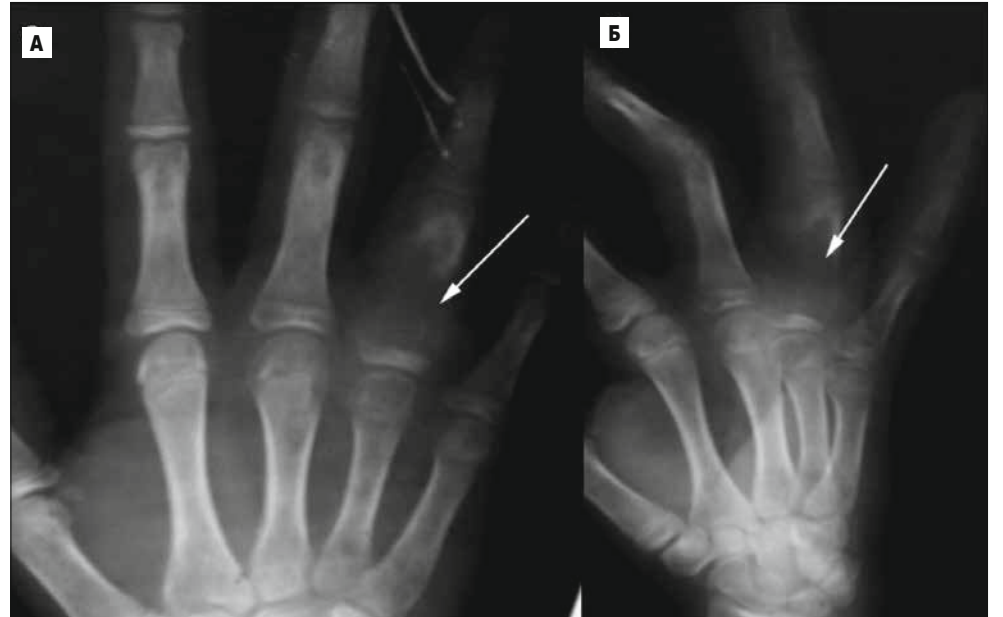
Рентгенограми кисті. Аневризматична кісткова кіста, літична фаза. А – на прямій рентгенограмі кисті визначається значна остеолітична деструкція в 4-й п'ястковій кістці з руйнуванням кіркового шару; Б – бічна проекція, такі ж самі зміни
